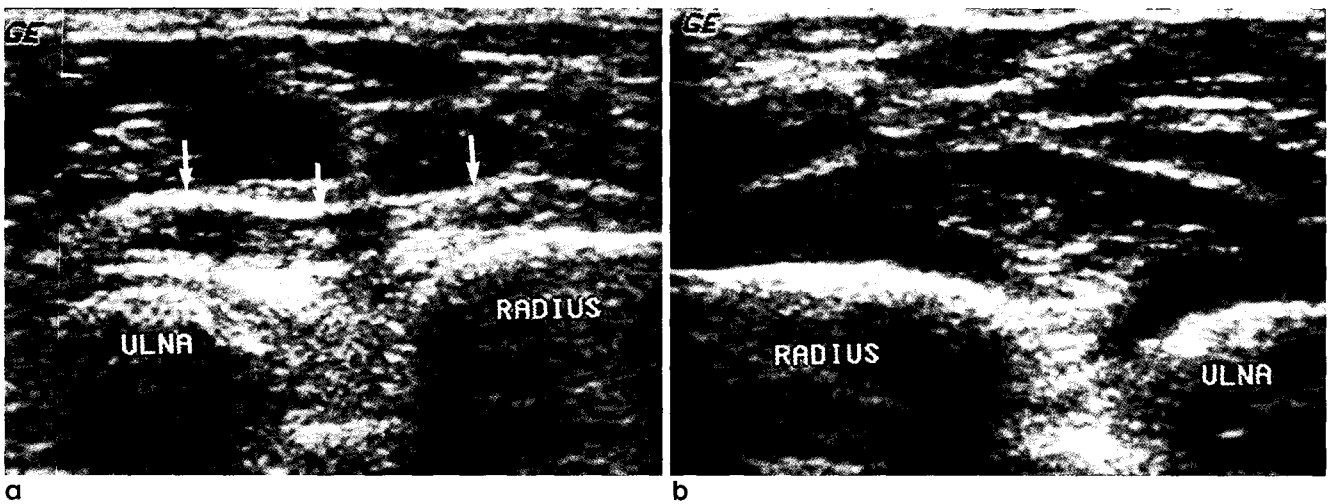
Sonograms of the forearm.
